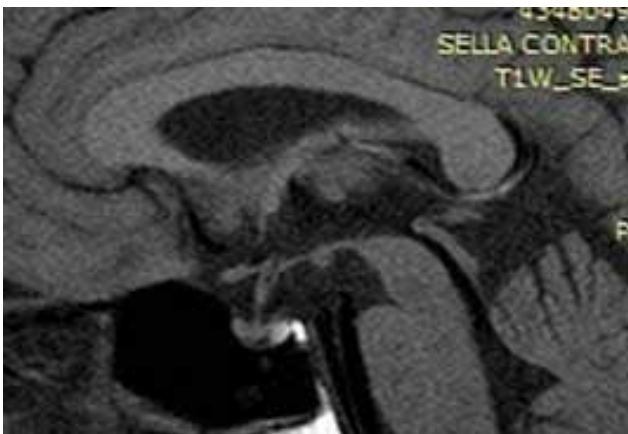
Head MRI of 30-years old female patient with inferior-lateral type of microadenoma
